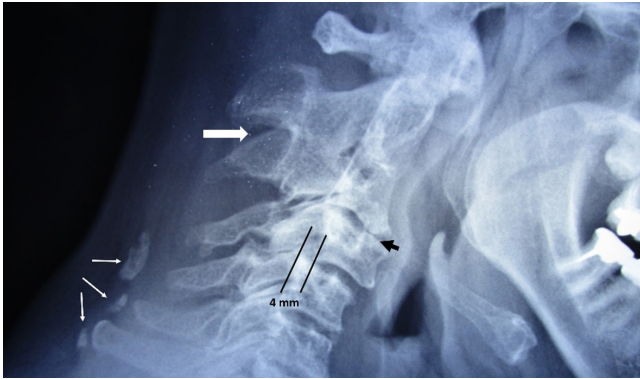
Radiografía lateral de cuello en flexión en la cual se observa: calcificación parcial del ligamento nucal (flechas blancas delgadas); sinostosis cervical C2-C3 (flecha blanca); discartrosis C3/C4 (cabeza de flecha negra); y anterolistesis de C3/C4 de 4 mm (líneas paralelas).
